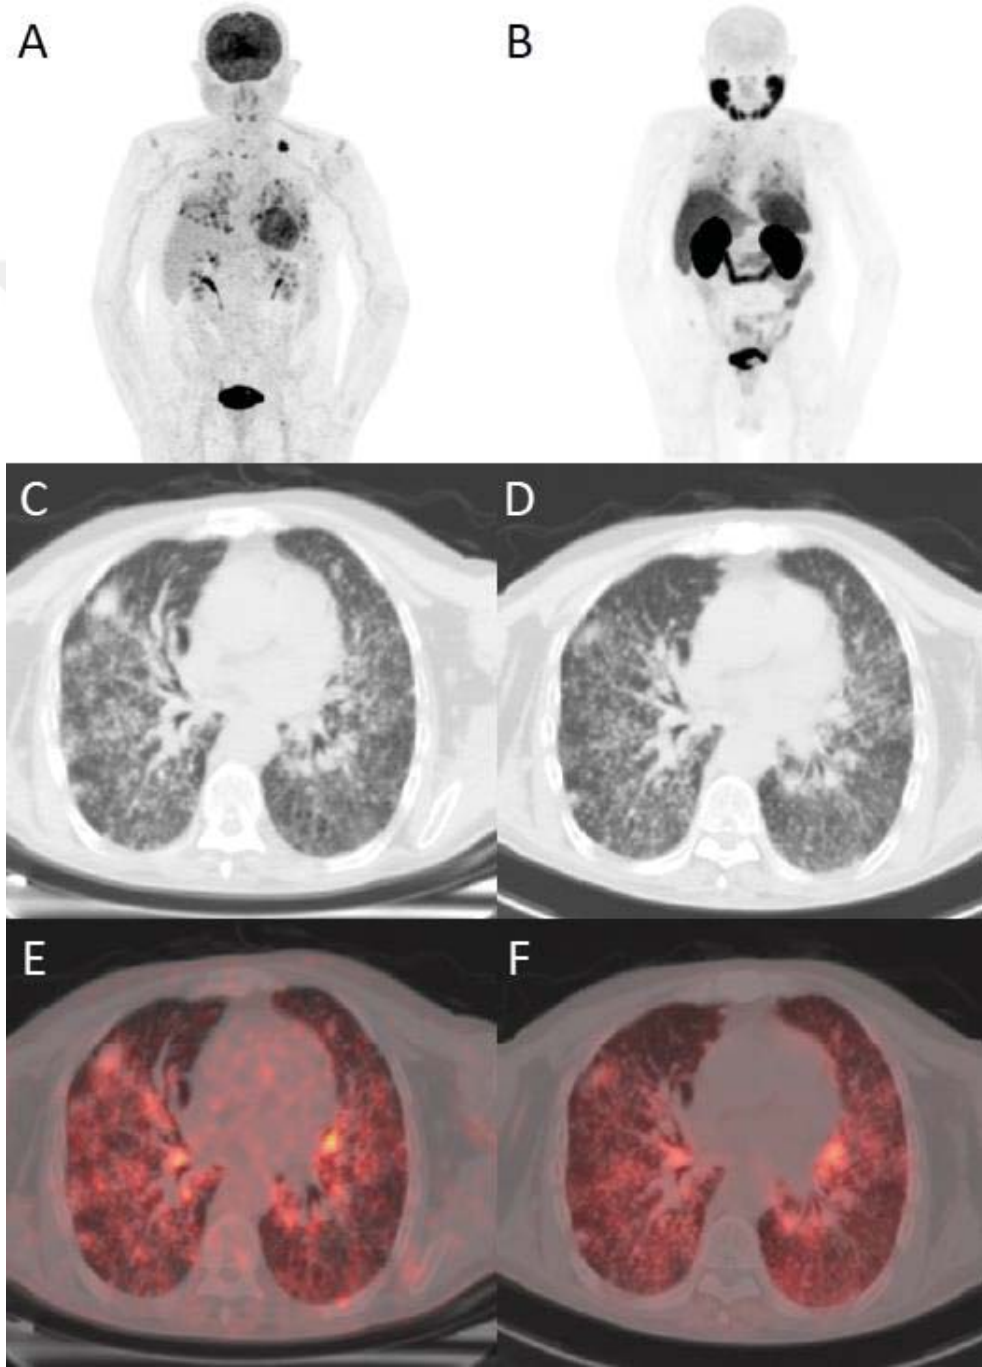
22 no'lu hastanın PET görüntülerinin devamı
